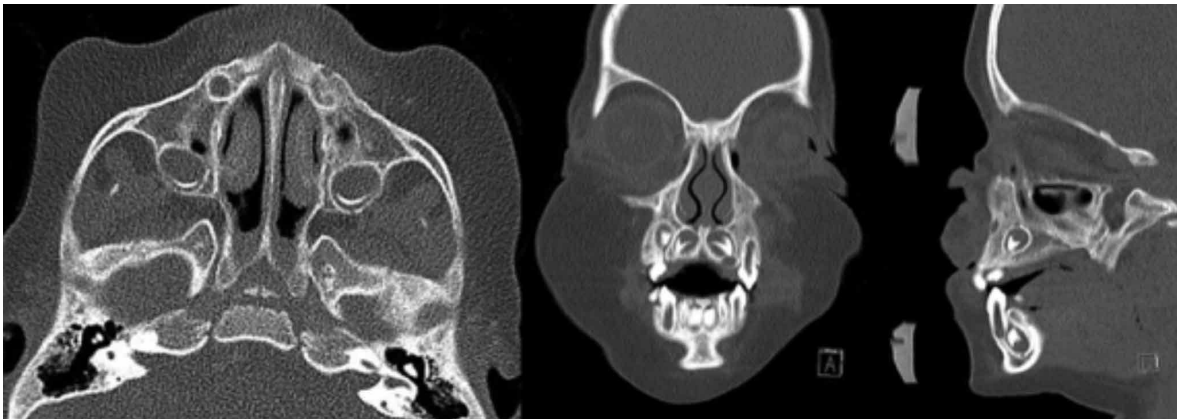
TAC de control a los 3 meses en corte coronal, sagital y axial, sin evidencia de lesiones en el macizo facial.
